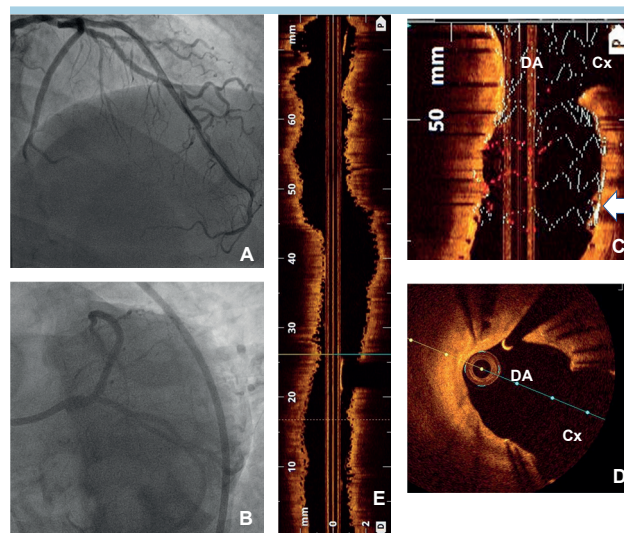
A: controllo angiografico finale della discendente anteriore (DA). B: controllo angiografico finale dell'arteria circonflessa (Cx) ramo marginale. C: controllo con tomografia a coerenza ottica (OCT) che evidenzia minimo "overlap" delle maglie dello scaffold biassorbibile (BVS) sopra le maglie dello stent medicato sulla DA prossimale (freccia). D: controllo con OCT che evidenzia ampia apertura della Cx. E: scansione longitudinale con OCT che evidenzia buona espansione ed apposizione dei BVS impiantati.
